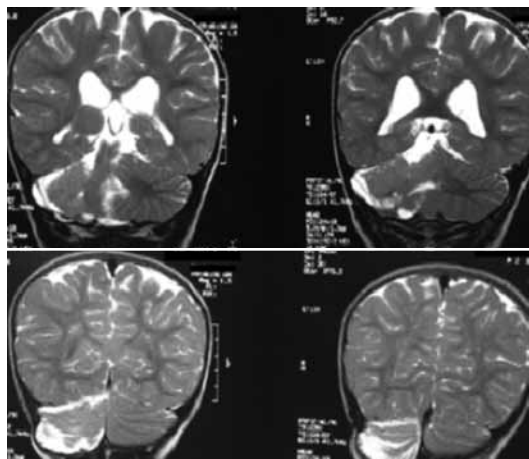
Resonancia magnética cerebral, potenciada en T2, corte coronal.
